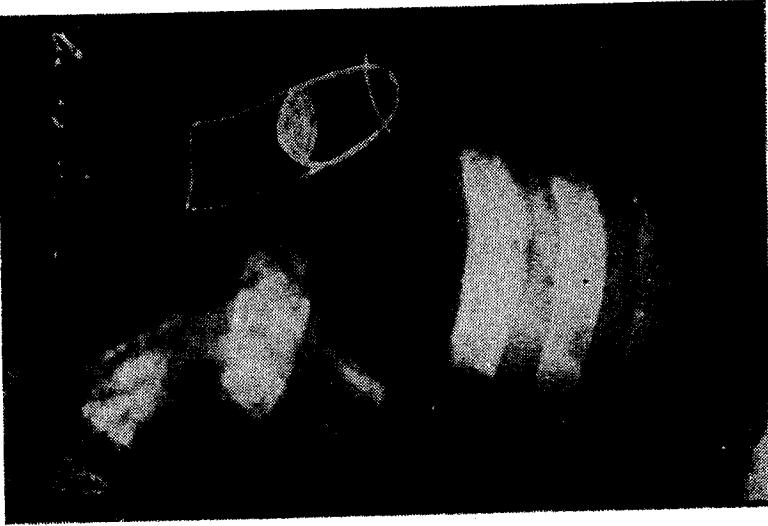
Radiografi direkte e toraksit. Vihet re imazhi karakteristik hidro-aerik pas vonikës-sé membranës cistike të ekinokokut.
